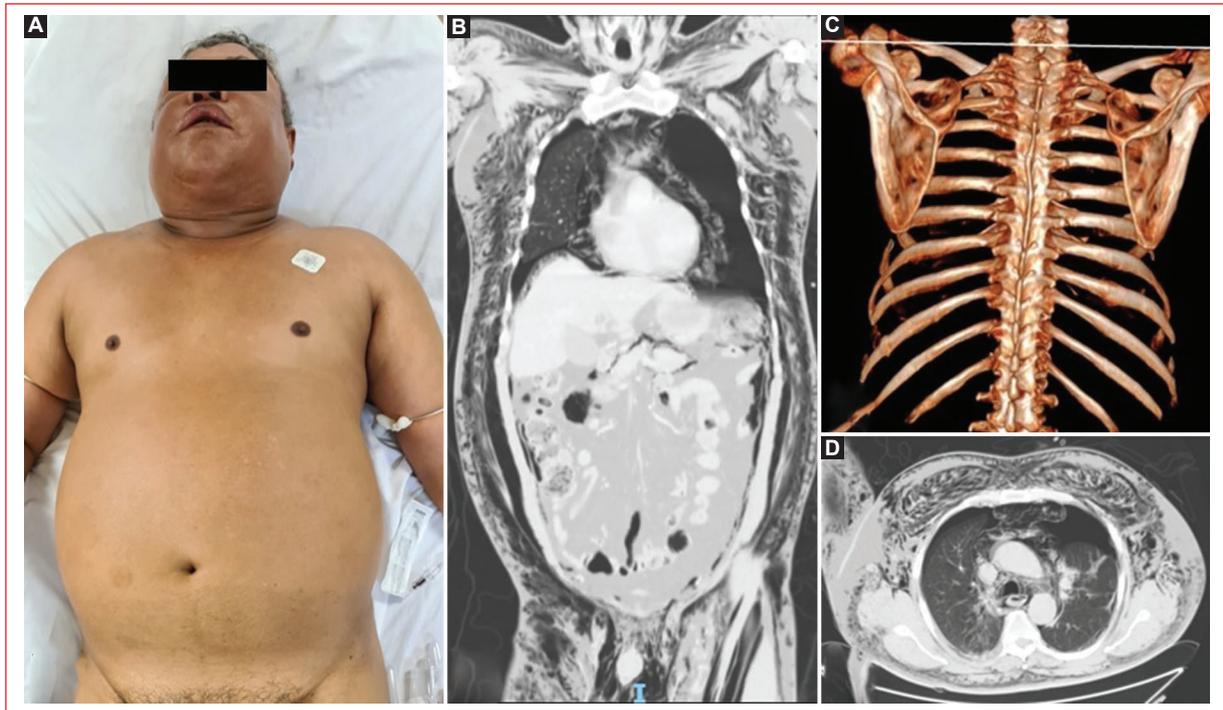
A: imagen clínica del paciente a su ingreso a la sala de urgencias con enfisema subcutáneo (ES) generalizado. B: tomografía computarizada en corte coronal, con datos de ES generalizado, neumomediastino, neumoperitoneo y neumotórax (NT) bilateral. C: reconstrucción 3D con evidencia de fracturas costales en 7-8 arcos costales posteriores derechos. D: tomografía computarizada en corte axial con evidencia de ES y NT bilateral.
